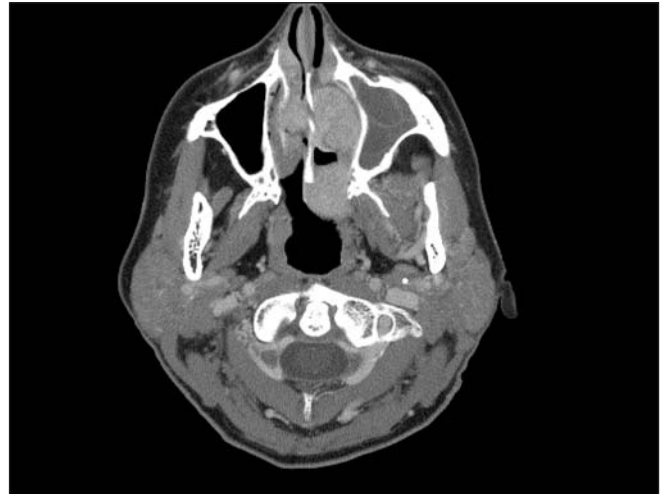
Tomografía computarizada axilar de un esteseoneuroblastoma mostrando una opacificación sinusal. La TC puede ser incapaz de diferenciar un tumor de moco retenido.
